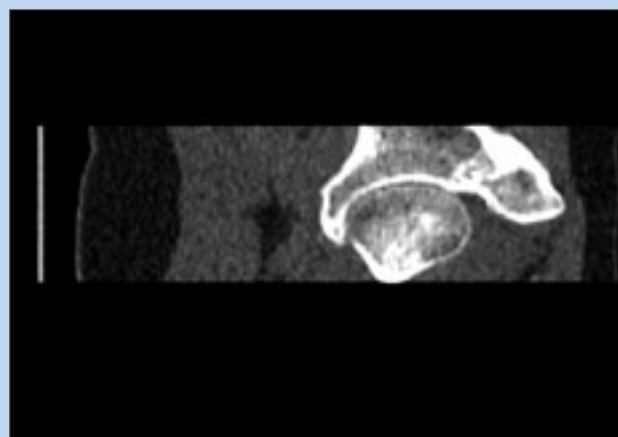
TAC (reconstrucción sagital a la altura de techo acetabular).
